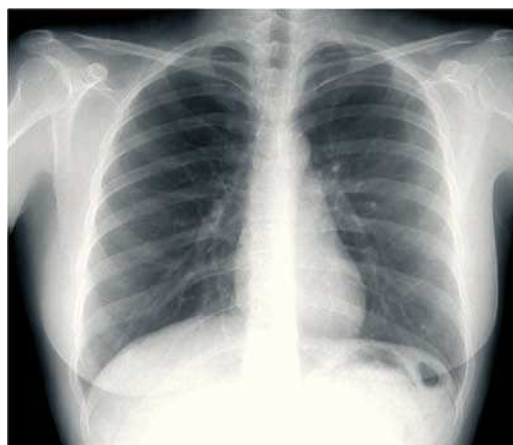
Radiografia pósterio-anterior do tórax – Sem alterações
